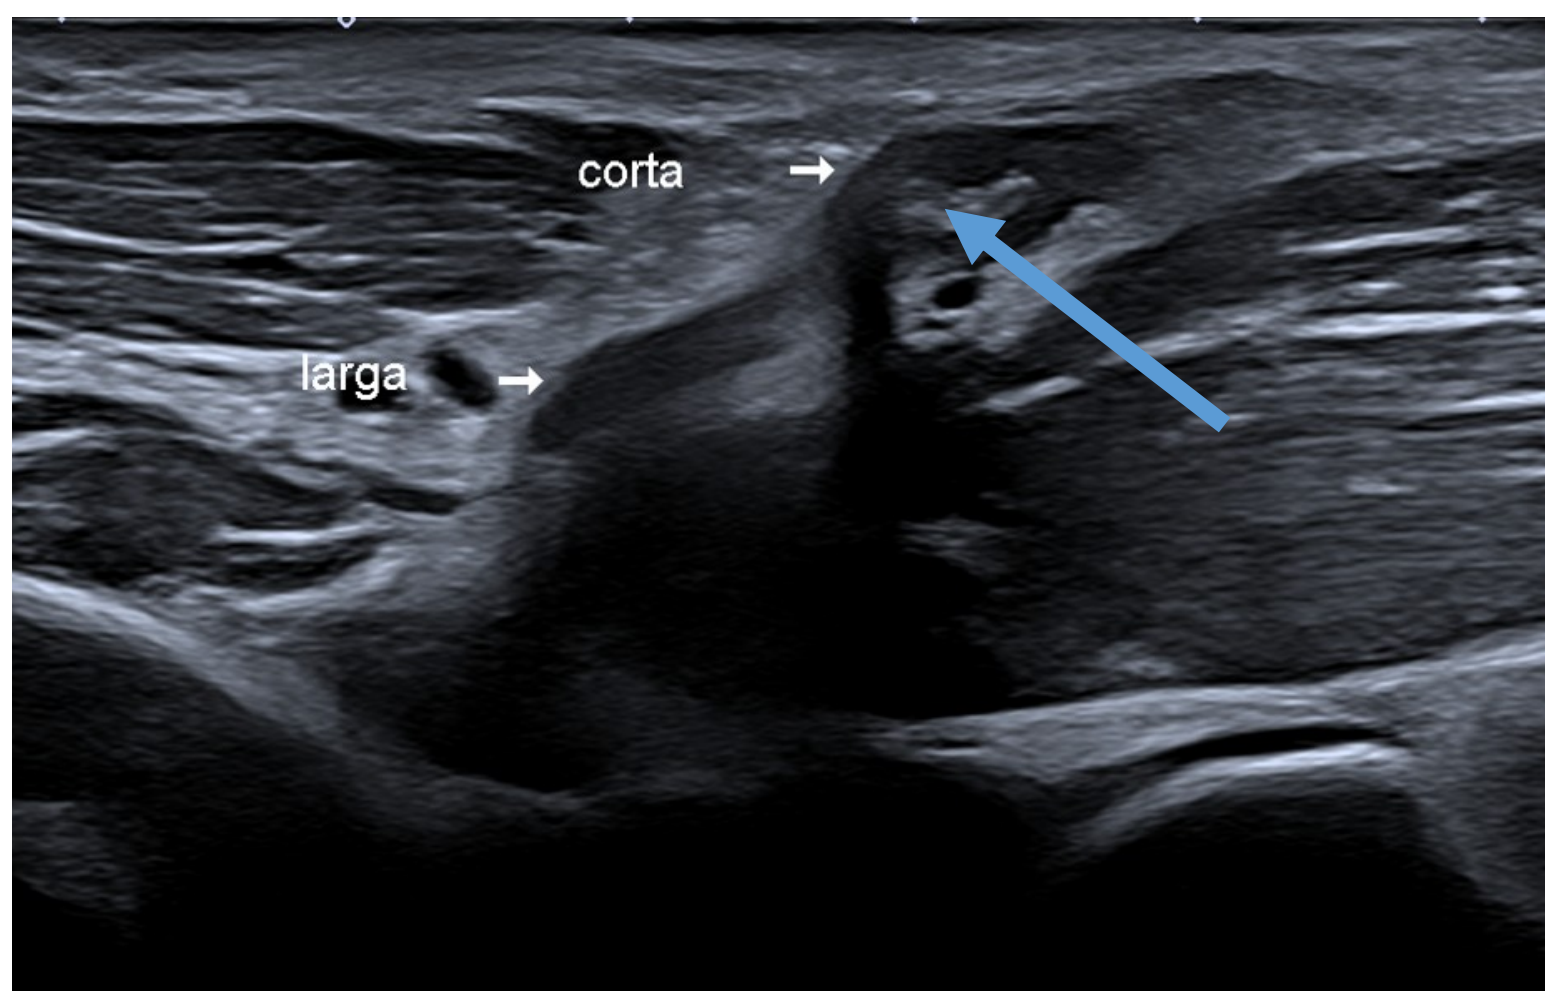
Ecografía en la que se aprecian ambas porciones del tendón distal del bíceps. Se observa rotura de la porción corta (muñón, marcado con flecha azul) con integridad de la porción larga.
